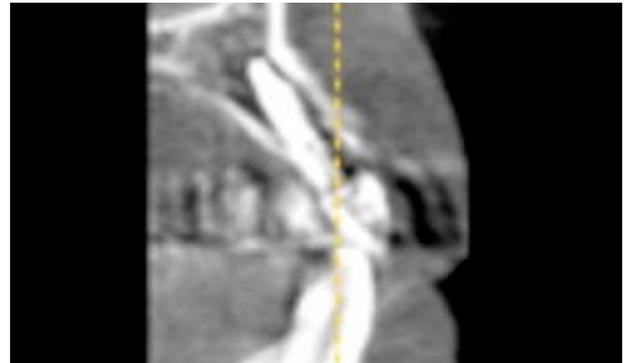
H. Tomografía computarizada del implante insertado Galimplant.
